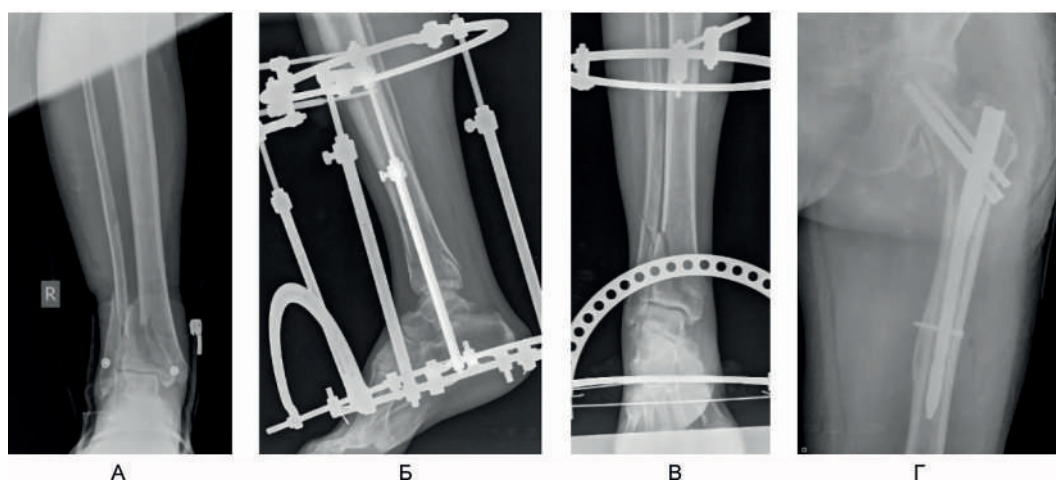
Рентгенограммы пациента Б, 66 лет, в день поступления.
